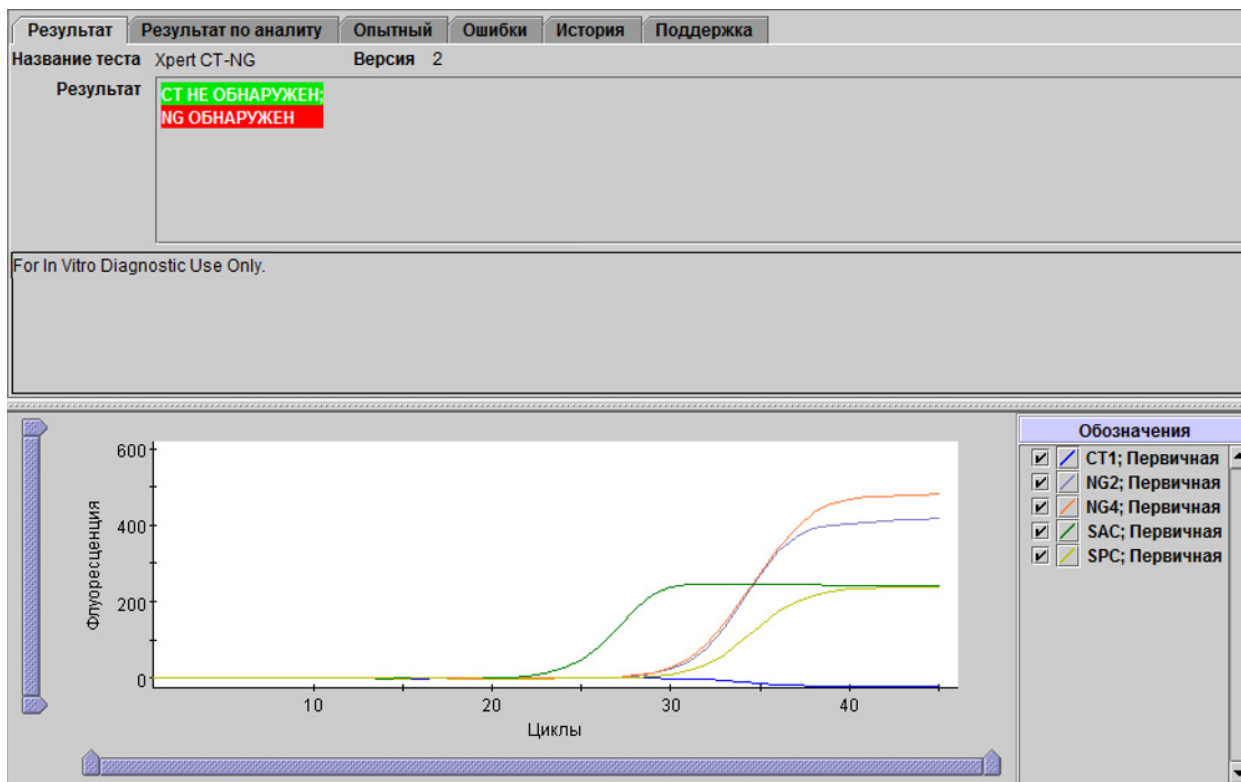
Xpert CT_NG — CT Не Обнаружен и NG Обнаружен
